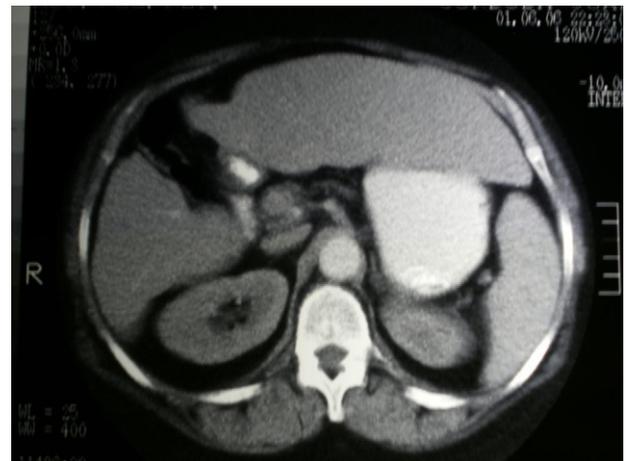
Tomografía a los 7 años del traumatismo: hipertrofia del hígado izquierdo y atrofia del derecho.
